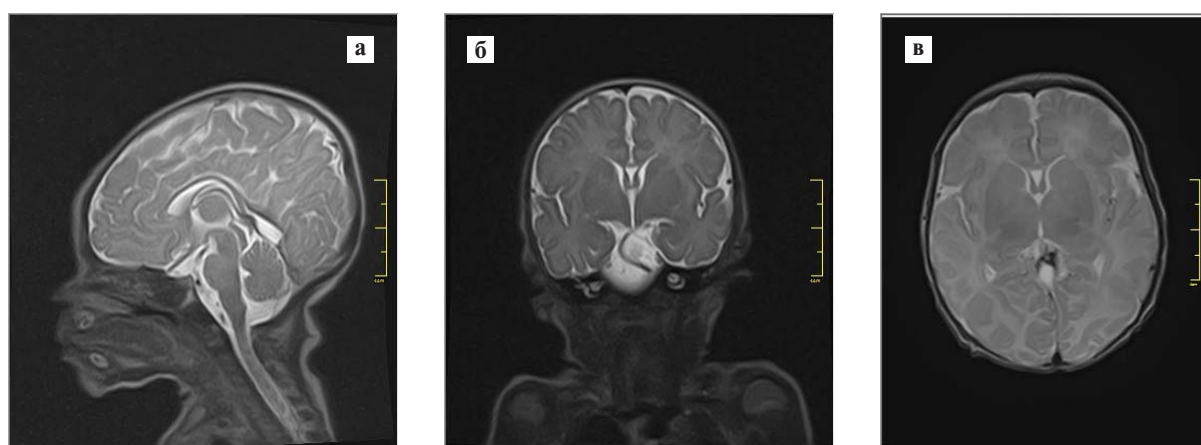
Магнитно-резонансная томограмма головного мозга новорожденного ребенка с гестационным возрастом 35<sup>5/7</sup> нед без клинически выраженных неврологических отклонений.
